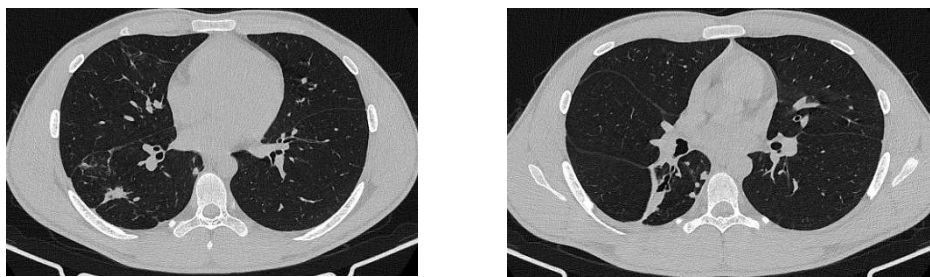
14б – Аксиальные срезы КТ ОГК перед операцией
